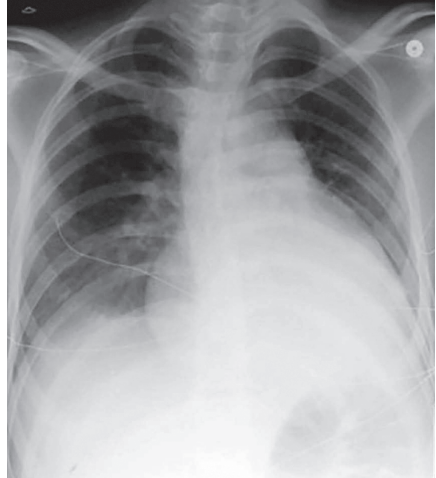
Рентгенография органов грудной клетки в переднезадней проекции: выраженная кардиомегалия, ателектаз нижней доли левого легкого
